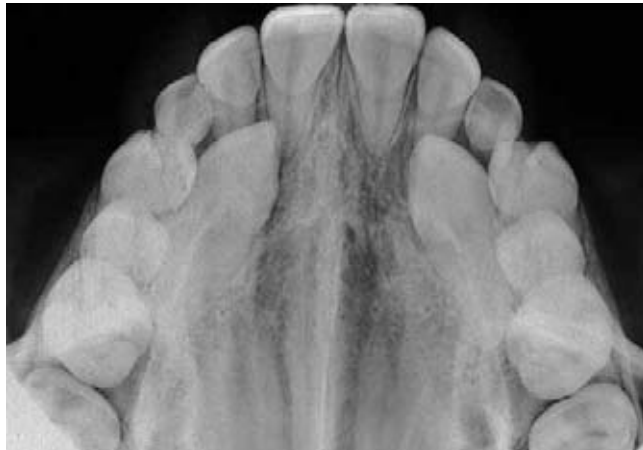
Radiografia oclusale dello stesso caso che evidenzia la posizione palatale degli inclusi.
